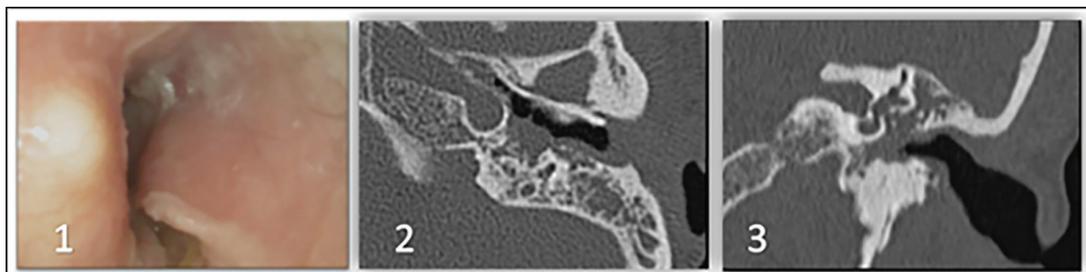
A la izquierda (1) se observa la imagen endoscópica del fondo del CAE izquierdo, donde el tímpano aparece tapado por formaciones nodulares subepiteliales que se abren al exterior, con descamación epitelial y erosión ósea. En las imágenes de TC axial (2) y coronal (3) del oído izquierdo, se observa esta masa de partes blandas en tercio interno del CAE, erosionándolo y extendiéndose a la cavidad timpánica y mastoidea.
